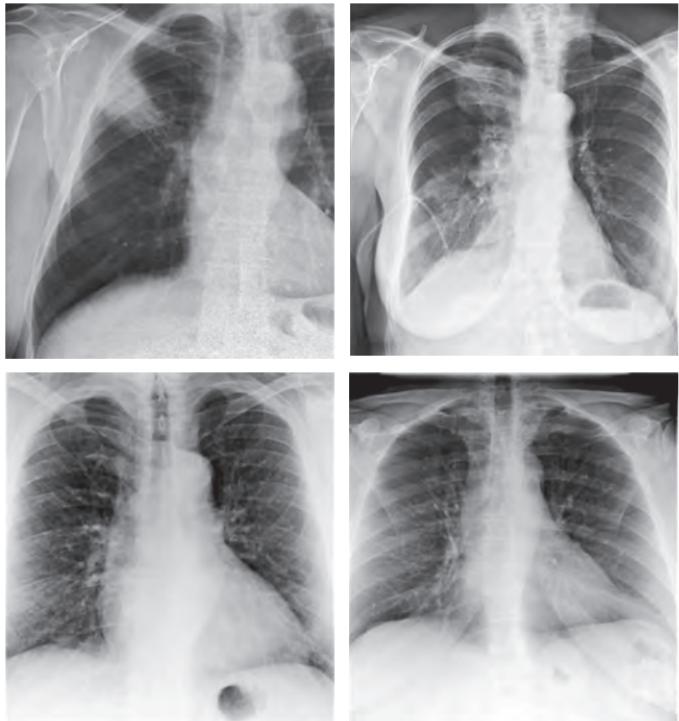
Разнообразие рентгенологической картины при кровохарканье
